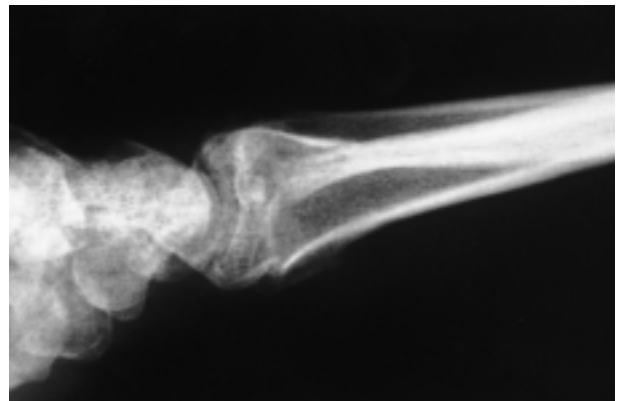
P.L. maschio, 36a.; quadro radiografico in a.p. e laterale a 2 mesi dalla frattura e a 30 gg. dalla rimozione del sistema Epibloc.
